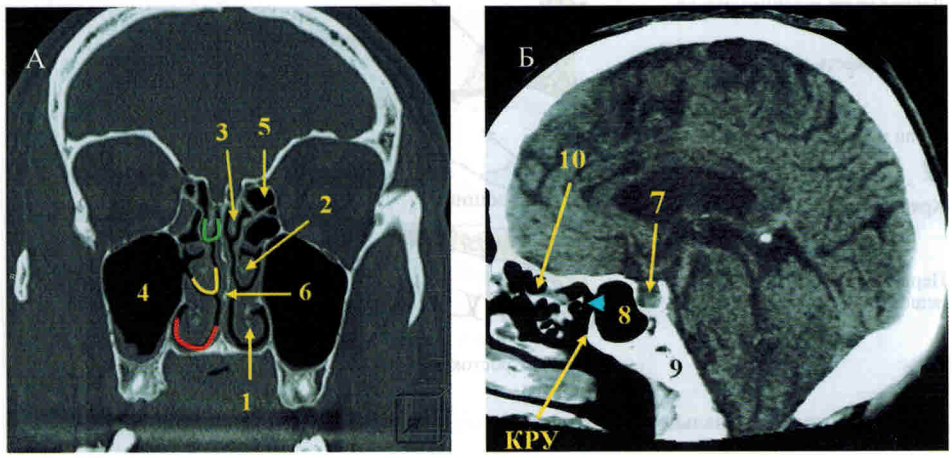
КТ (А, Б) – анатомия полости носа (1 – нижняя носовая раковина, 2 – средняя носовая раковина, 3 – верхняя носовая раковина, 4 – гайморовая пазуха 5 – ячейки решетчатой кости, 6 – перегородка носа, 7 – турецкое седло, 8 – клиновидная пазуха, 9 – скат, 10 – ячейки решетчатой кости, КРУ – клиновидно-решетчатое углубление, красная линия – нижний носовой ход, желтая линия – средний носовой ход, зеленая линия – верхний носовой ход, голубая стрелка – естественное отверстие клиновидной пазухи).
